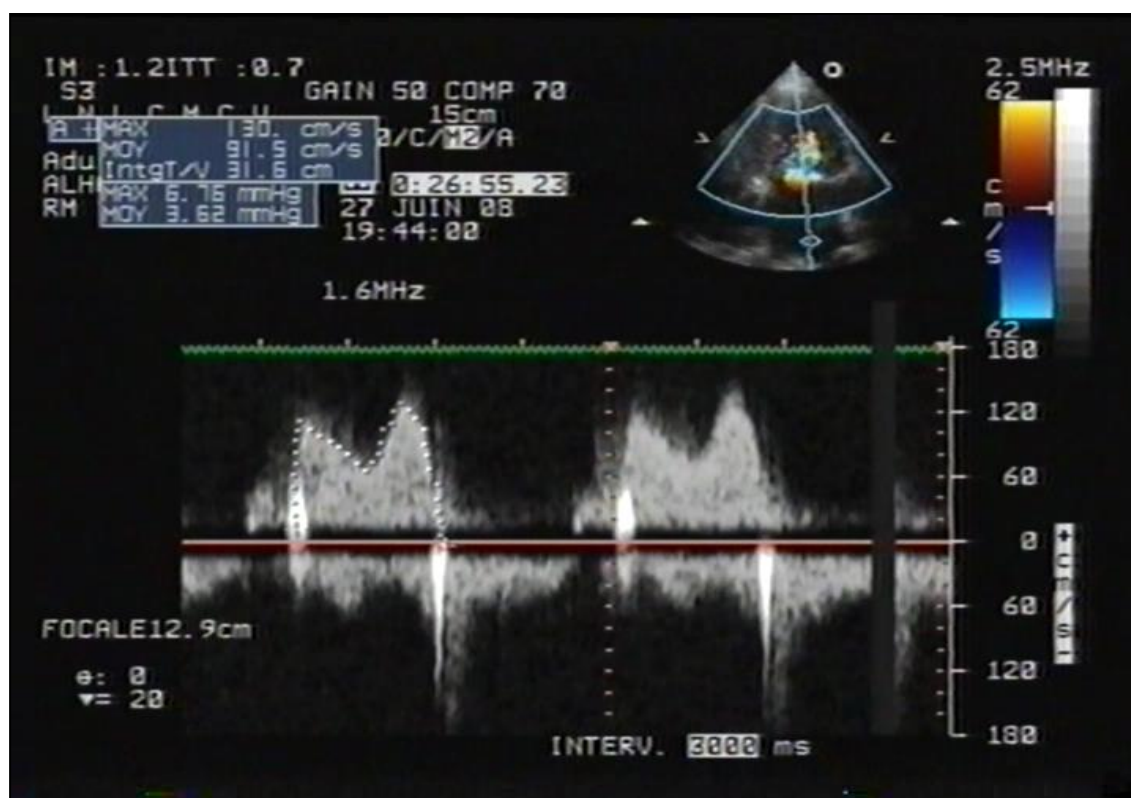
Gradient transmitral enregistré en Doppler continu, en coupe apicale 4 cavités avec un gradient moyen à 3 mmHg.
